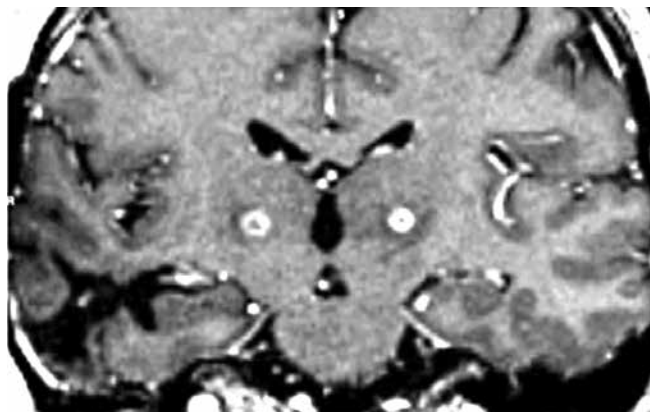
Магнитно-резонансная томография, T1-взвешенное изображение с контрастным усилением. Результат двустороннего радиохирургического лечения пациента с болезнью Паркинсона
